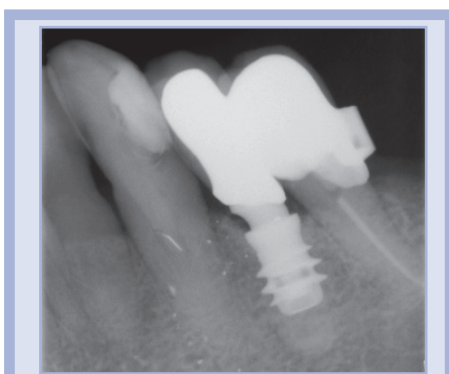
Riabilitazione implanto-protetica del sito 34, immagine radiografica
